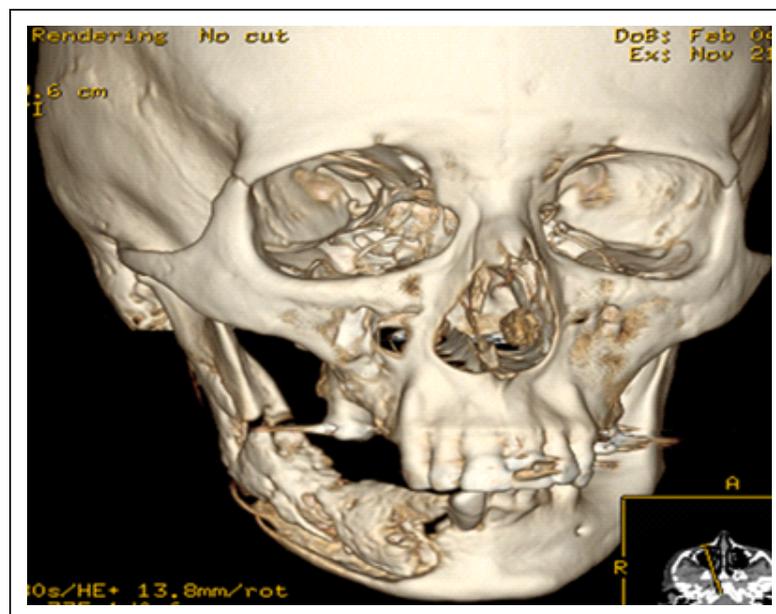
Tomografía de macizo facial (vista lateral): destrucción de parte del cuerpo y la rama ascendente del maxilar inferior derecho.
